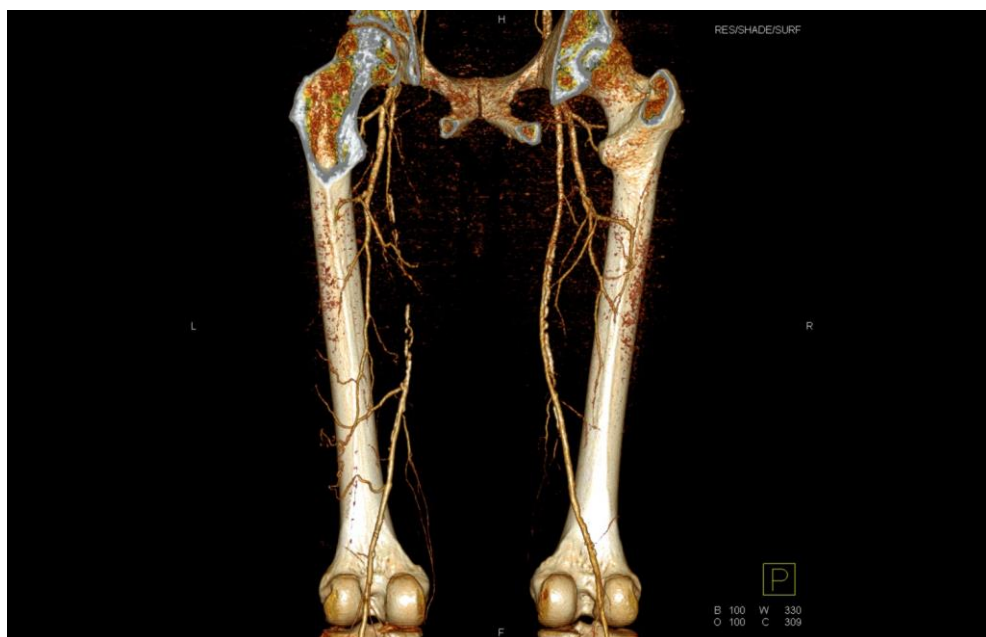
Kazuistika 2, CT angiografie aorty, pánve a DK z 7. 9. 2018
